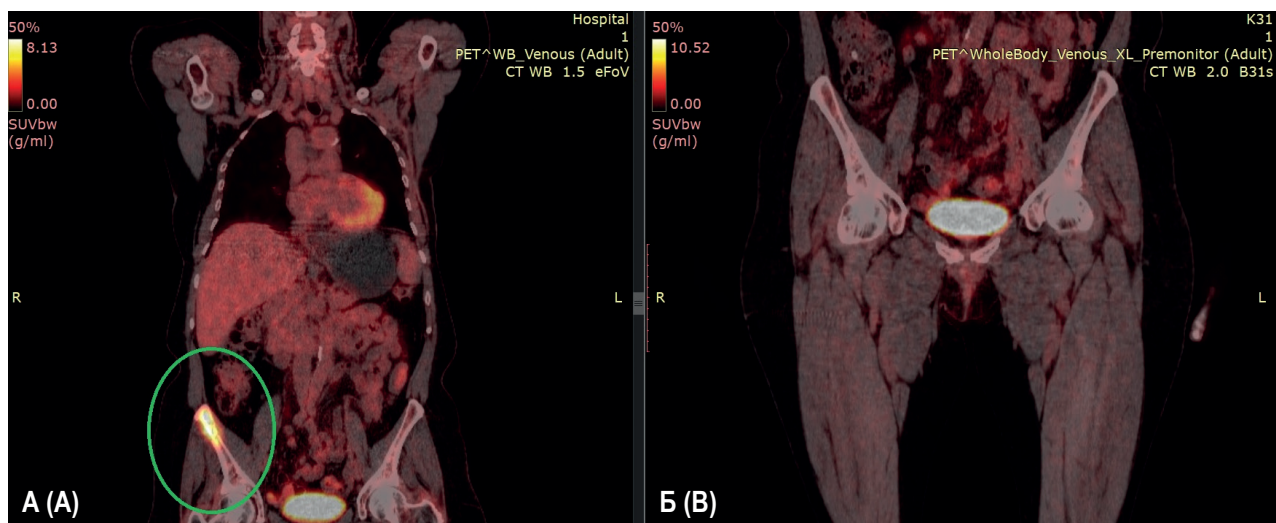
Изображения, полученные после проведения ПЭТ (А) / КТ (Б) от 21.11.2023
